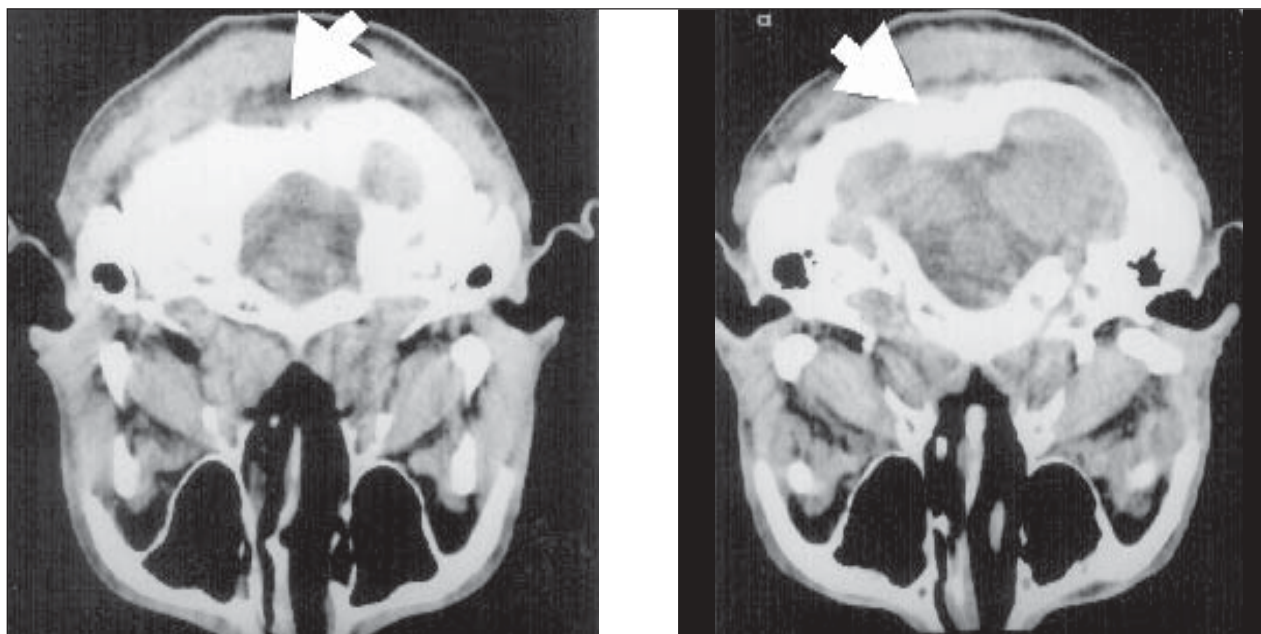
Tomografia computadorizada de crânio mostrando traumatismo (ver setas).
